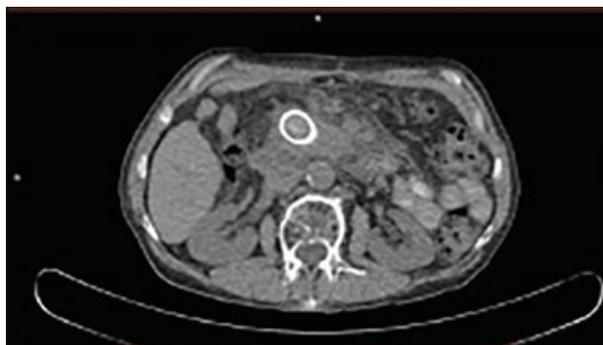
ПЭТ-КТ с 18F-ФДГ без контрастного усиления, контроль через 14 дней после окончания ХТ. Сохраняется образование в головке поджелудочной железы с выраженным уменьшением метаболизма и метаболического объема, SUVmax=3,98, метаболический объем 2,75 см³.
